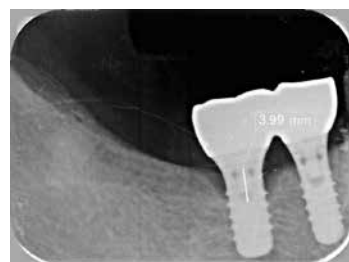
X線所見 インプラント周囲の骨吸収が2mm以上ある場合は、外科処置の適応となる。
